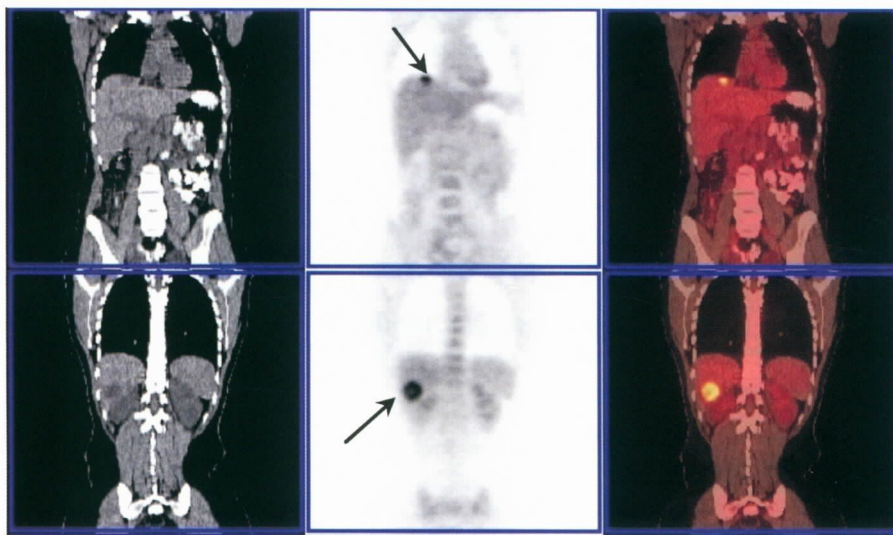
L.K.S., 24/2/2006: Imagens de TC, PET e fusão PET/TC de paciente com 54 anos com carcinoma de mama já tratado, mostrando lesões nodulares sólidas hipermetabólicas nos segmentos VI e VIII hepáticos.
